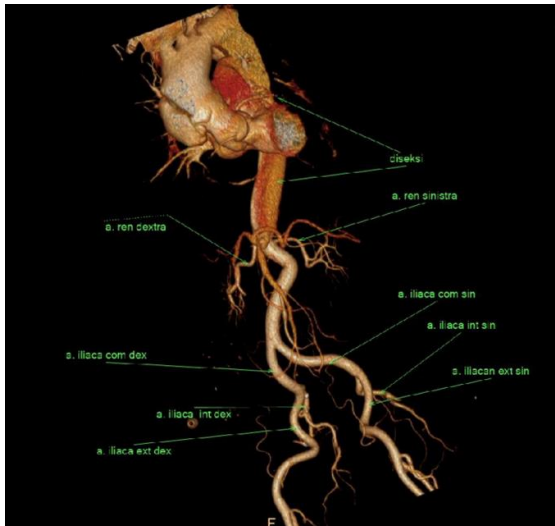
CTA of blood vessel view showed dissection of the aorta from the thoracic descending aorta after the left subclavian artery to the abdominal descending aorta and celiac trunk with true lumen and false lumen images
